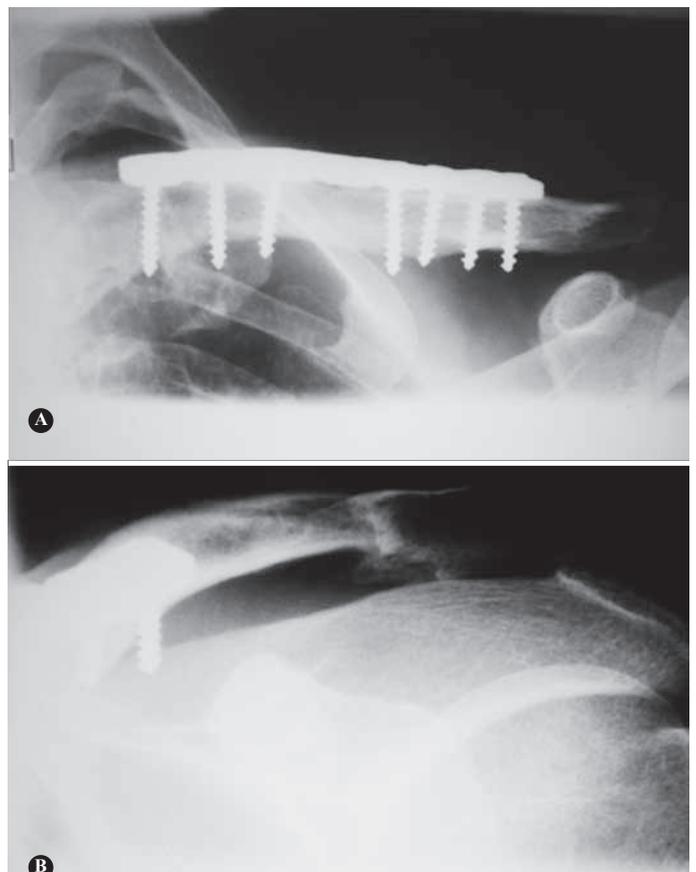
(A) Radiografia convencional para avaliação da fratura diafisária. (B) Radiografia convencional para avaliação da fratura lateral.
